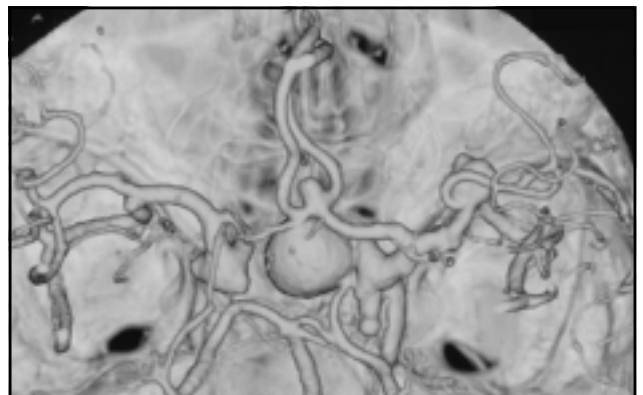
Angiotomografía, mostrando aneurisma gigante de ICA, aneurismas ICA-PcomA, AComA y MCA.
